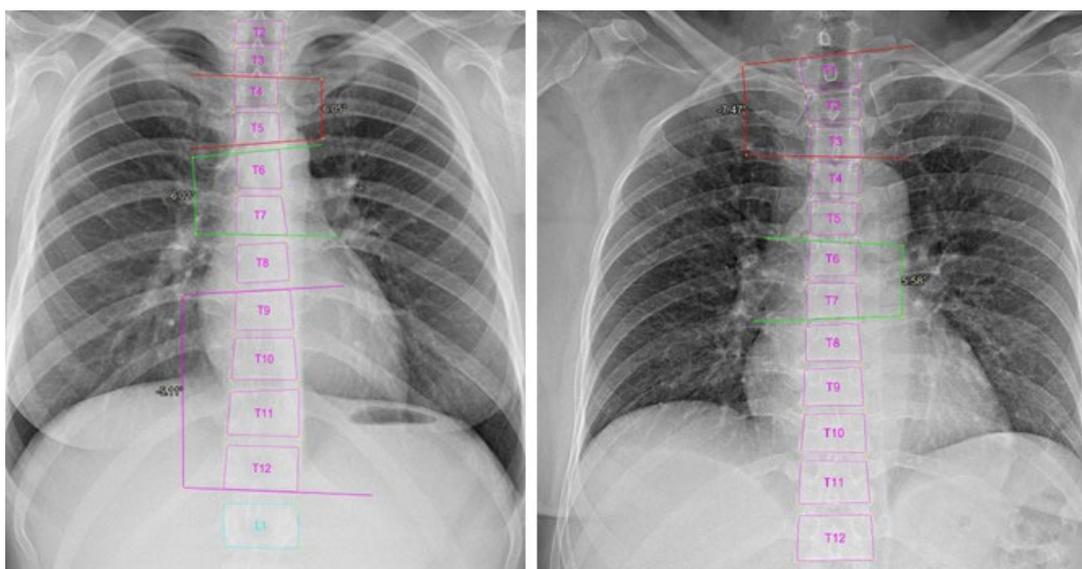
Ошибки в разметке позвонков на рентгенограммах с степенью 0 (норма). На снимках органов грудной клетки нечёткая визуализация границ позвонков может привести к ложным результатам измерений.
